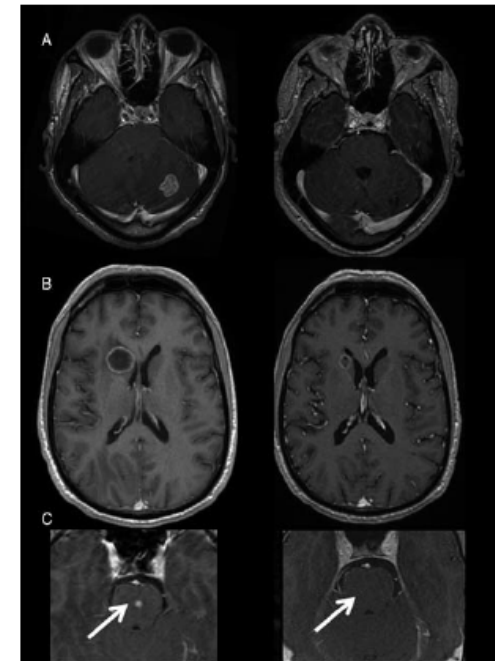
Cerebral MRI (T1-weighted axial images after gadolinium) showing a radiologic response in 3 patients (A, B, and C). Left: before treatment; right: after 2 or 3 cycles of chemotherapy alone.
